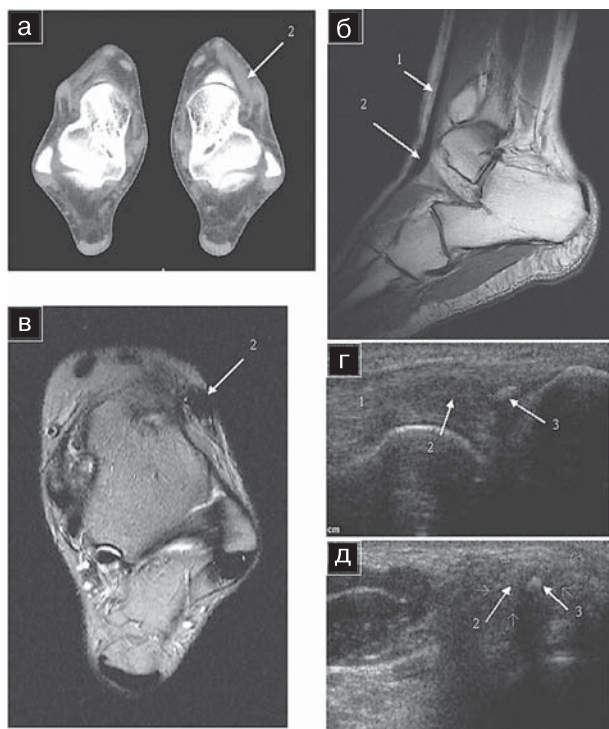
Тендиоз сухожилия *m. extensor digitorum longus*: а — аксиальная КТ: визуализируется утолщение сухожилия *m. extensor digitorum longus* с неровными и нечеткими контурами (2); б — сагиттальная МРТ в T₁-ВИП: веретенообразное утолщение сухожилия (2), 1 — неповрежденный сегмент сухожилия; в — аксиальная МРТ в T₂-ВИП: на фоне утолщенного сухожилия выявляются мелкие гиперинтенсивные очажки (2); г — УЗИ, продольное сканирование; д — УЗИ, поперечное сканирование: 1 — неповрежденный сегмент сухожилия, 2 — участок тендиоза, 3 — кальциноз сухожилия.
